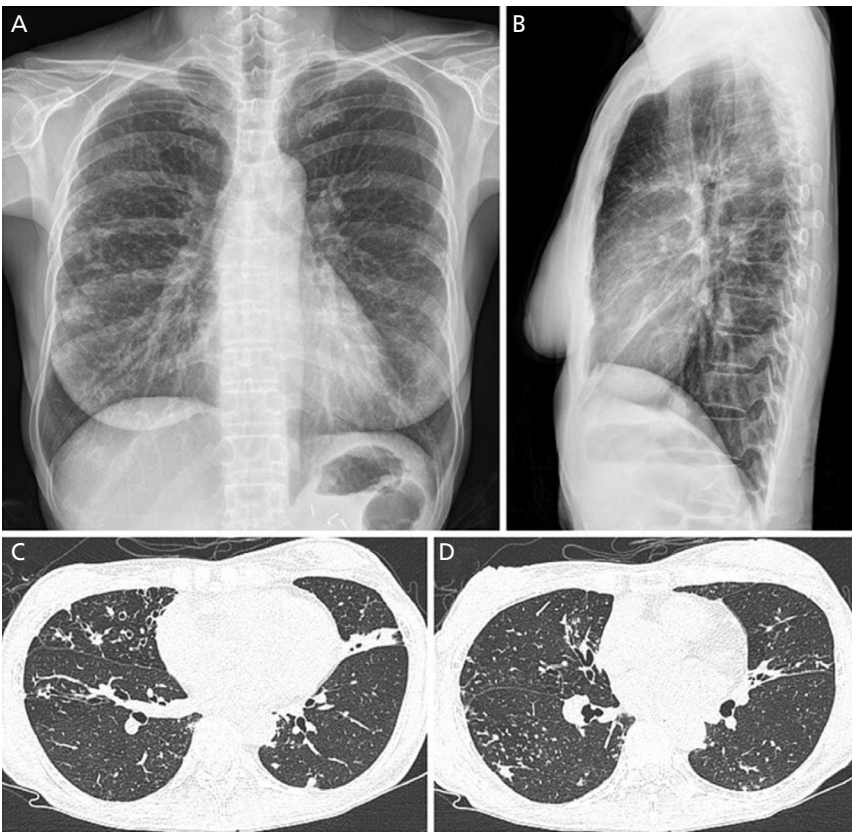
Nodular bronchiectatic form of *Mycobacterium avium* pulmonary disease in a 58-year-old female. (A, B) Chest posteroanterior and lateral views show small patchy and nodular opacities in the mid to lower lungs, with anterior lung zone dominance. (C, D) Chest computed tomography images reveal the nodular bronchiectatic form characterized by mild bronchiectasis, small nodules, centrilobular nodules, and branching densities in both lungs, predominantly in the right middle lobe and the lingular segments of the left upper lobe. Adapted from Kang EY et al. J Korean Soc Radiol 2021;82:838-850, with permission of Korean Society of Radiology [19].
